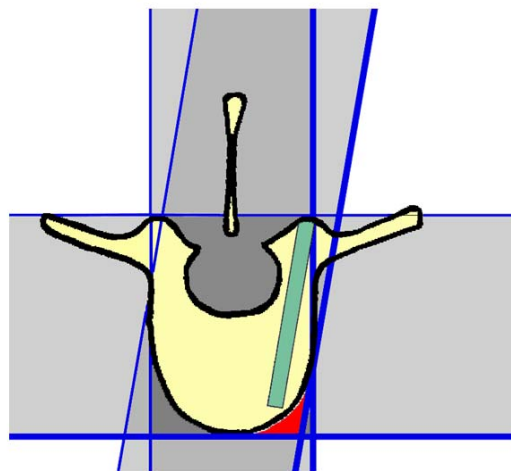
Strahlengänge der einzelnen Röntgenprojektionen; roter Bereich ist in keiner Projektion sicher zu beurteilen [93]
